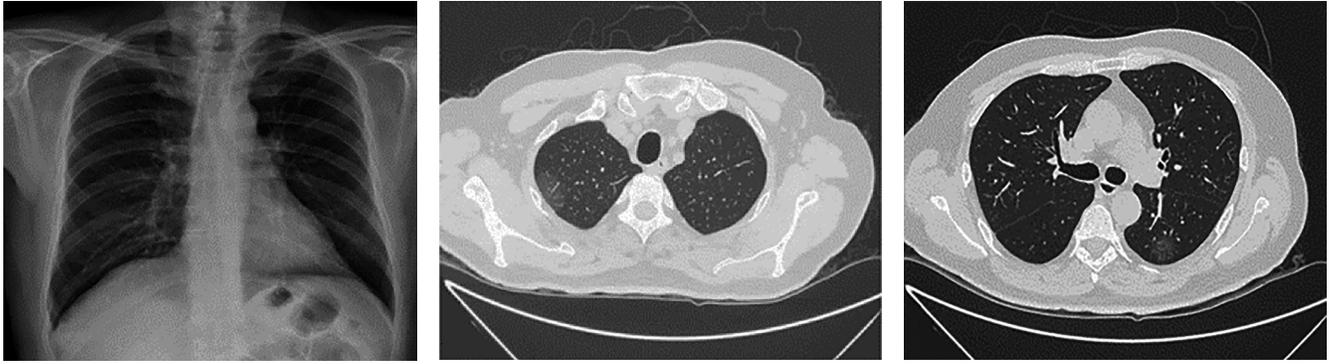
Radiografía de tórax normal con tomografía patológica. Paciente de 62 años con 3 días de evolución de tos seca, fiebre y astenia, Radiografía normal, con discrepancia clínica radiológica. La TC evidenció opacidades subpleurales en vidrio esmerilado (patrón clásico). Luego, RT-PCR confirmó SARS-CoV-2.
